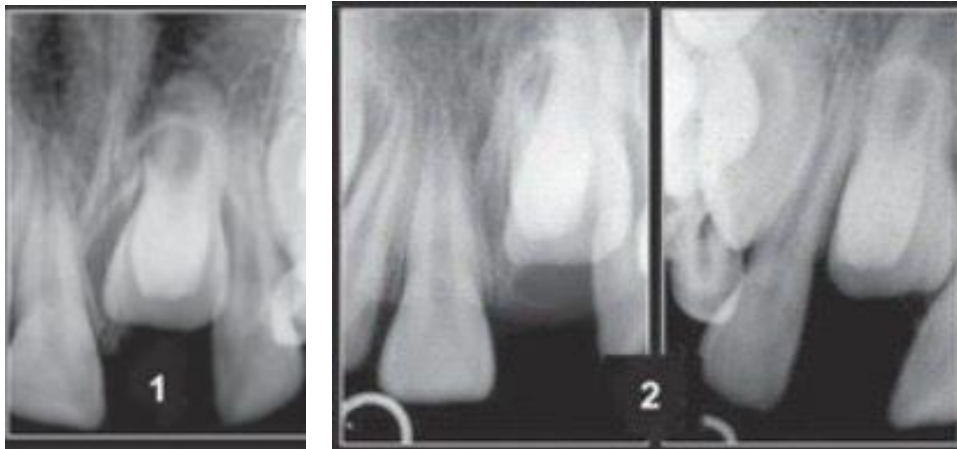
Radiografía dentoalveolar 1, Técnica de Clark. En dónde se muestra que el supernumerario está por palatino 2. (26)
